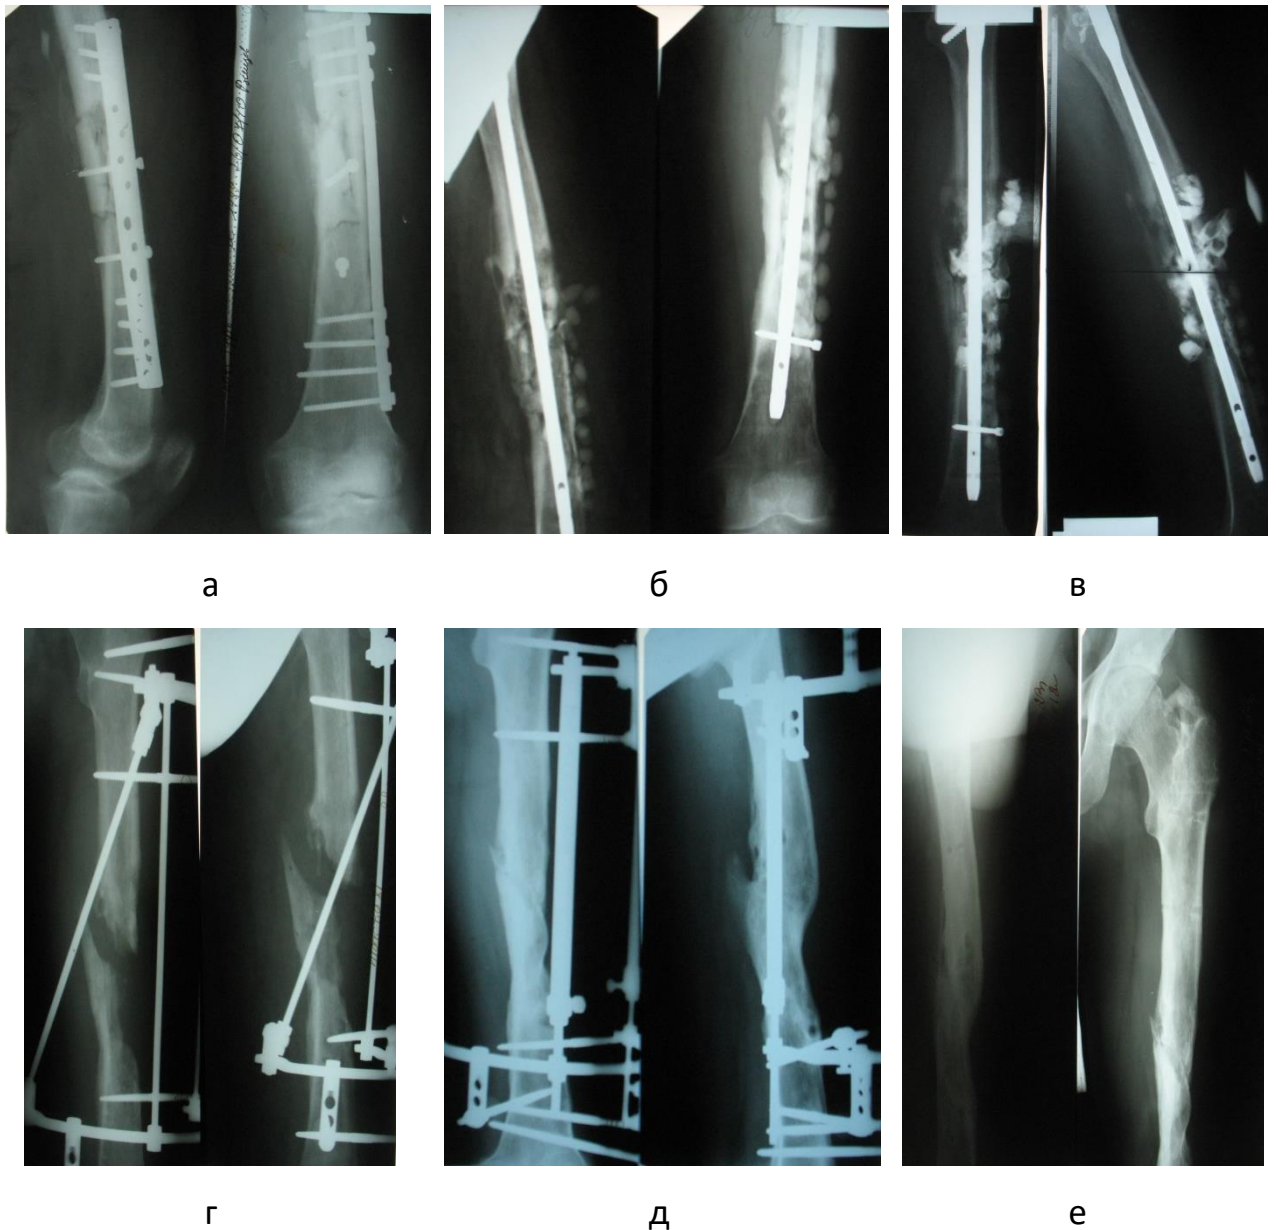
Рентгенограми хворого Г., 22 р.
